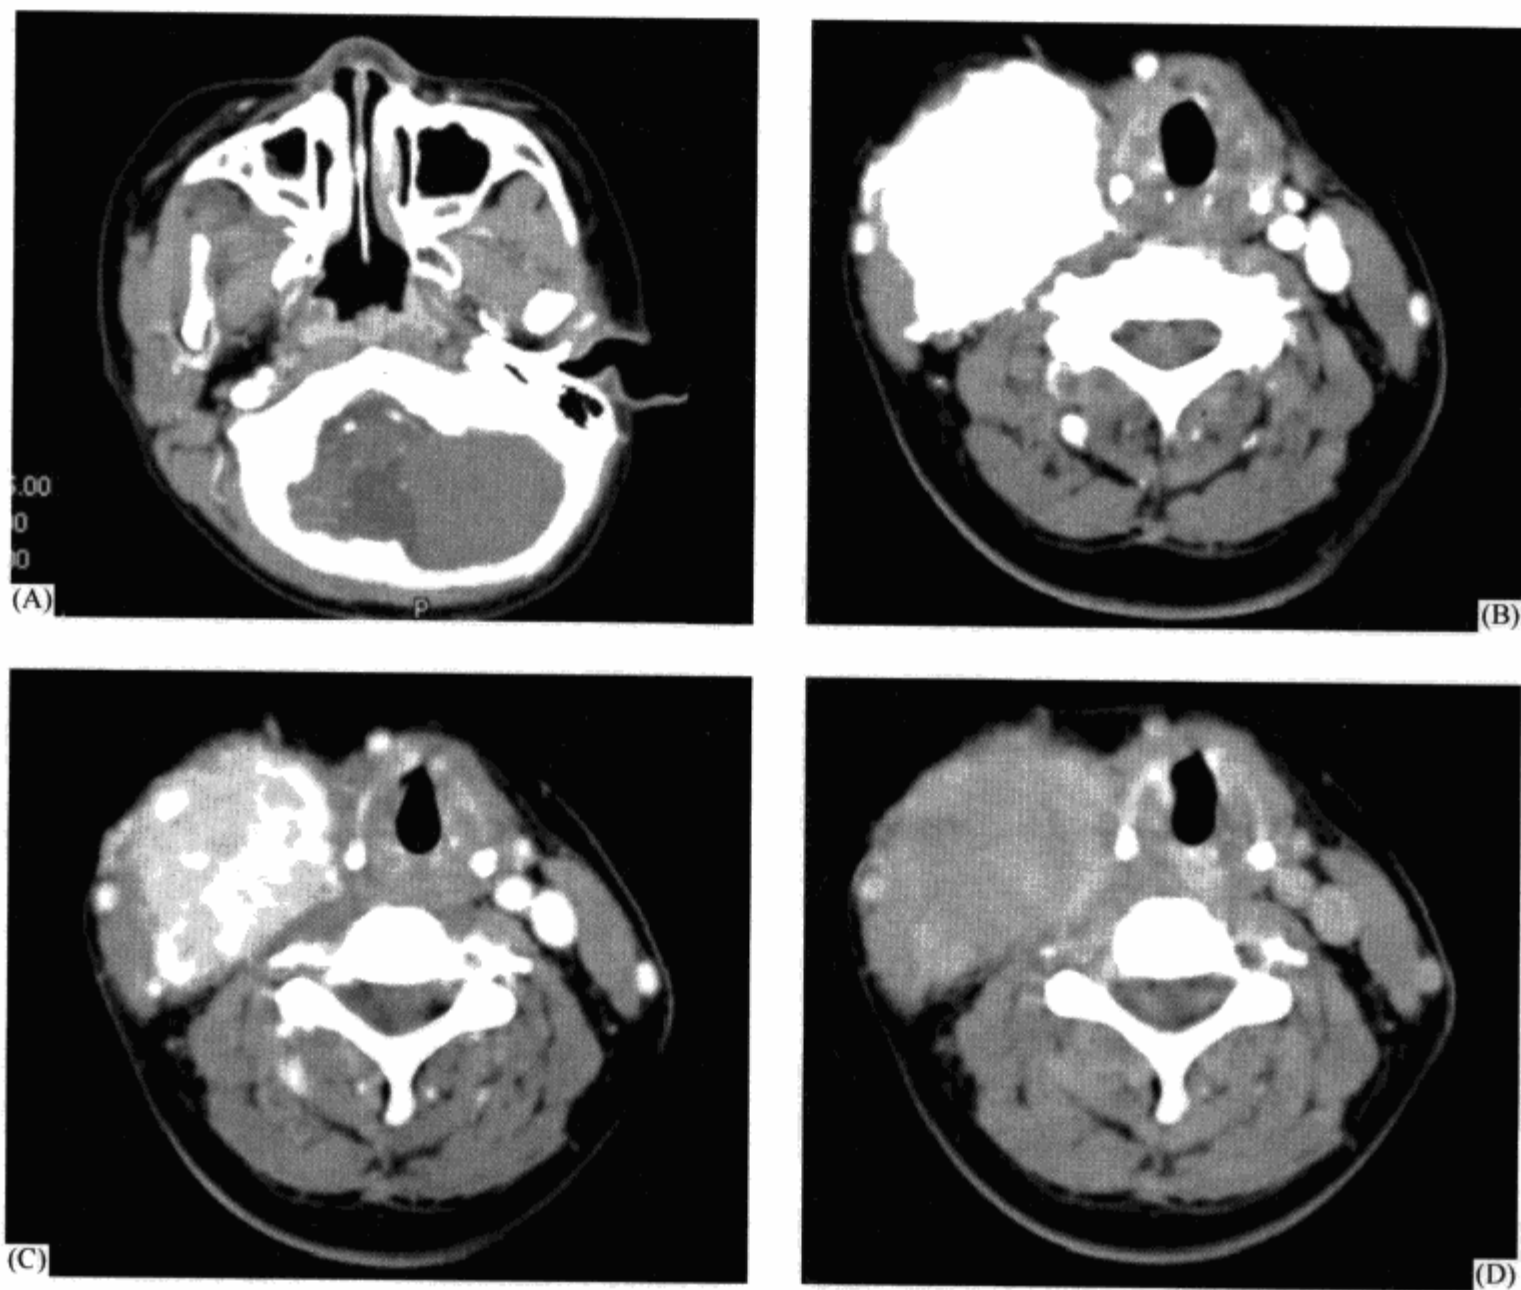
螺旋 CT 快速增强扫描，得到高质量的三期图像
